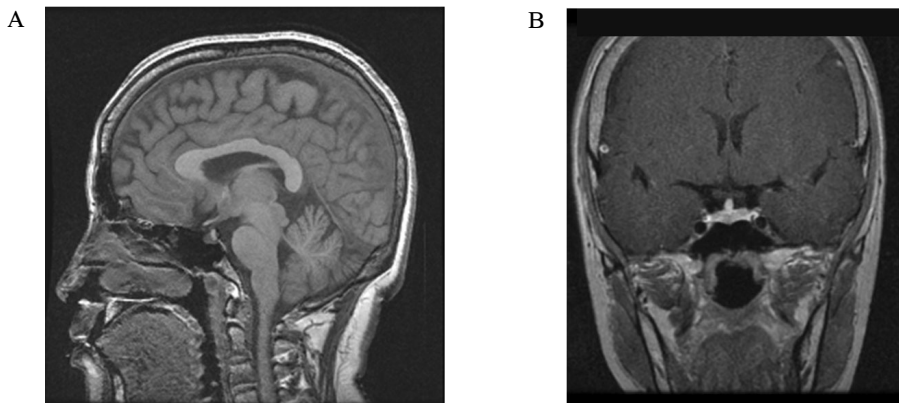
Sella dynamic MRI (2006.10.13). No remarkable interval change of pituitary gland size and shape on this study. Mild hypoplastic pituitary gland is suggested.
